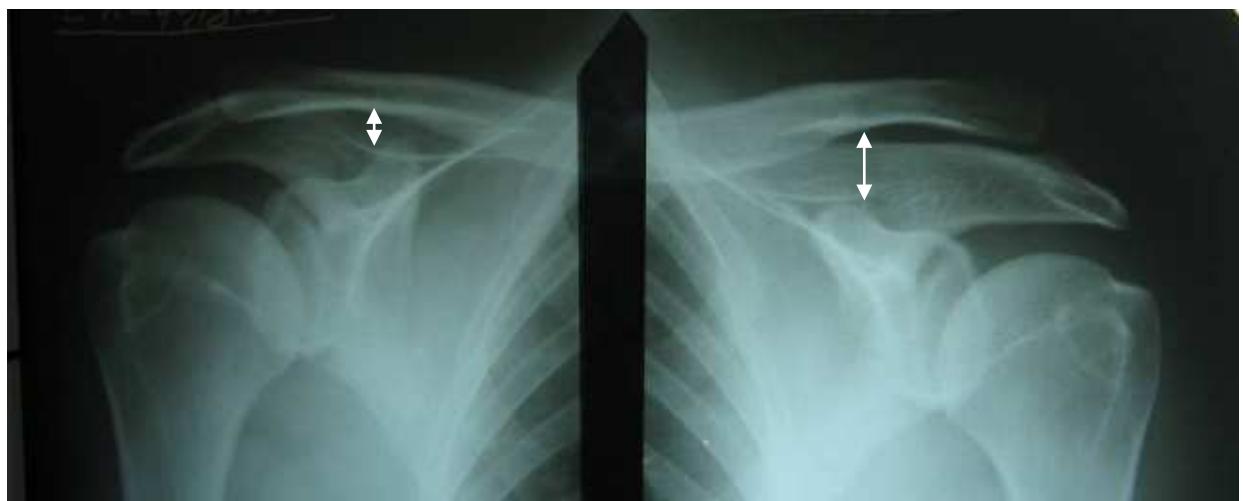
Рентгенограмма обоих акромиально-ключичных суставов. Стрелками указано увеличение расстояния между ключицей и клювовидным отростком в поврежденном левом акромиально-ключичном суставе.
